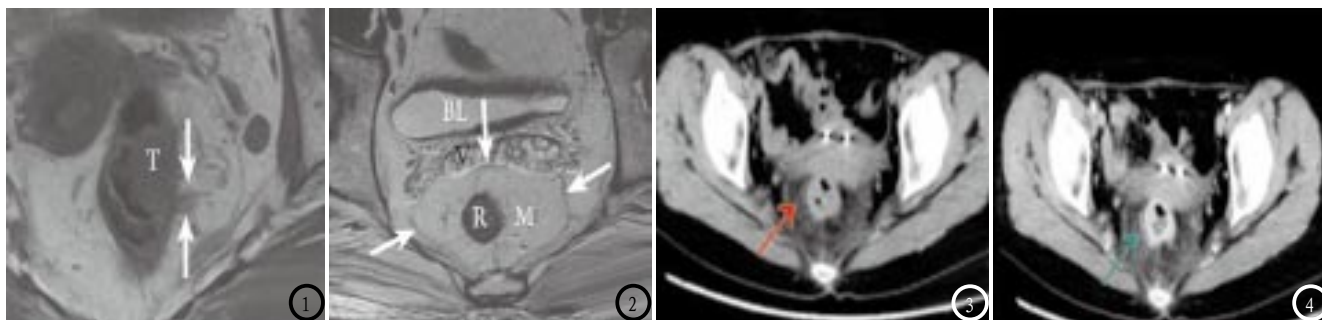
结肠癌患者MRI以及MSCT检查影像学表现。图1 为MRI检查T₁WI序列, T表示肿瘤病灶, 箭头所示为病灶等信号影; 图2 为MRI检查T₂WI序列, R、M、V以及BL表示直肠、系膜脂肪、精囊、膀胱, 箭头所示为肠系膜以及筋膜; 图3 为CT平扫, 箭头所示为肠壁变厚; 图4 为CT增强扫, 箭头所示为肠壁变厚且强化显著。
